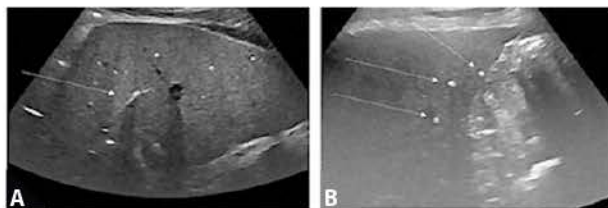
Échographie. (A). Image en queue de comète avec renforcement acoustique postérieur dans le lobe droit (flèche); (B). Calculs hyperéchogènes intra-hépatiques dans le lobe gauche (flèches) [20]
